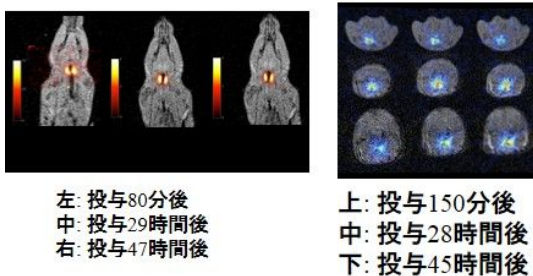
¹²⁴I の甲状腺集積の経時変化 PET 画像
